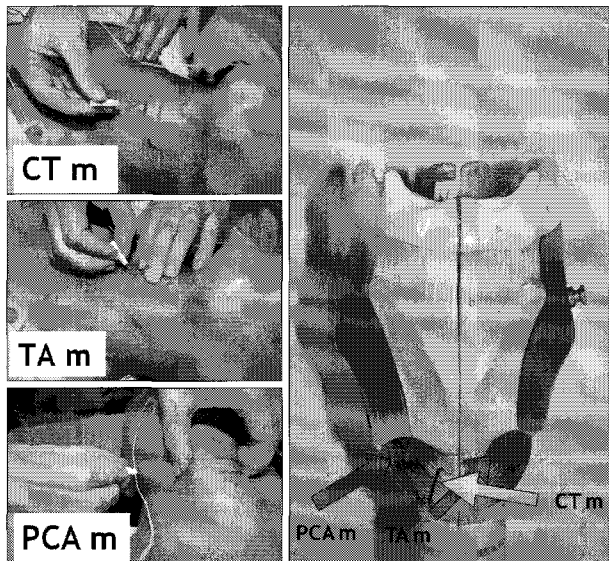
Directions for insertion of needle electrodes into cricothyroid(CT) muscle, thyroarytenoid(TA) muscle, posterior cricoarytenoid(PCA) muscle.
